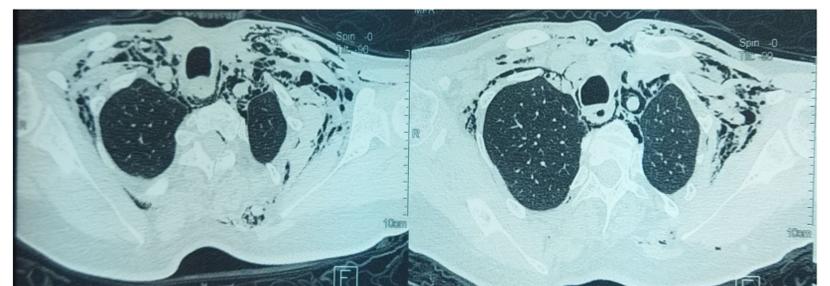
Coupe TDM de l'emphysème sous cutané associé à un pneumo-médiastin
